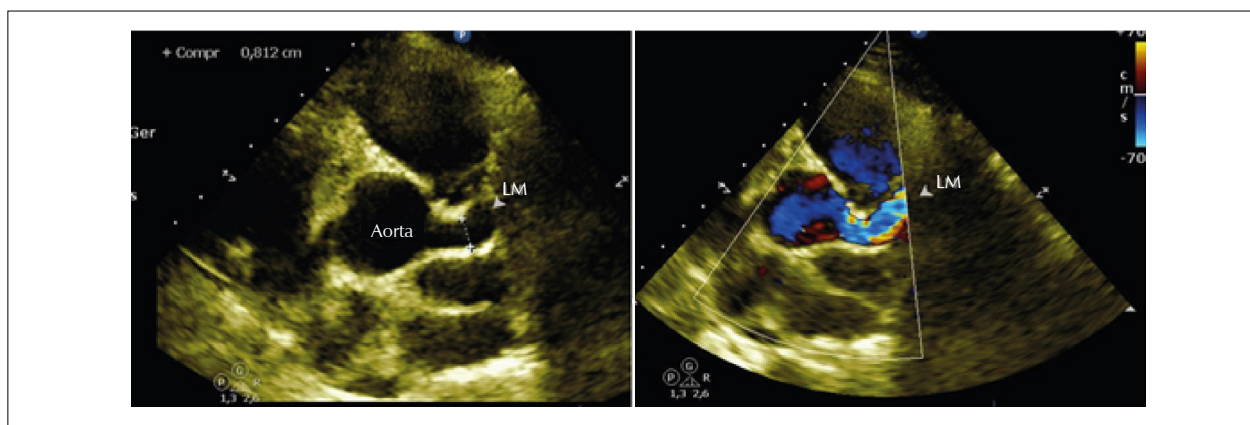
Ecocardiografia transtorácica (corte transversal ao nível dos vasos da base). Tronco da artéria coronária esquerda dilatado ao bidimensional e a demonstração de fluxo turbulento ao Doppler colorido.
